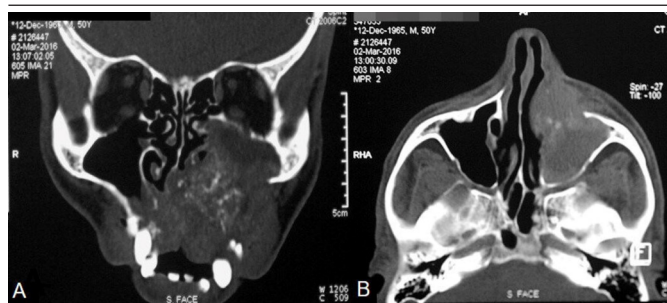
TC exibindo a extensão da lesão
